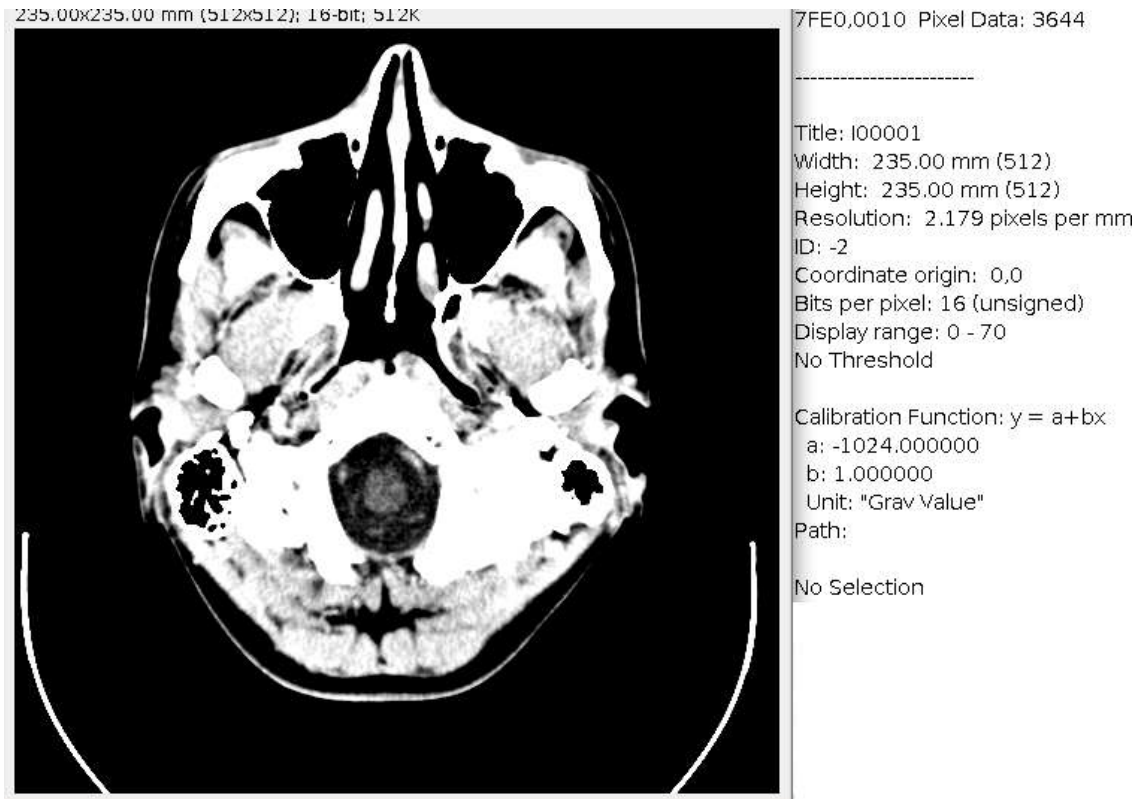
Imagen TC en formato DICOM
